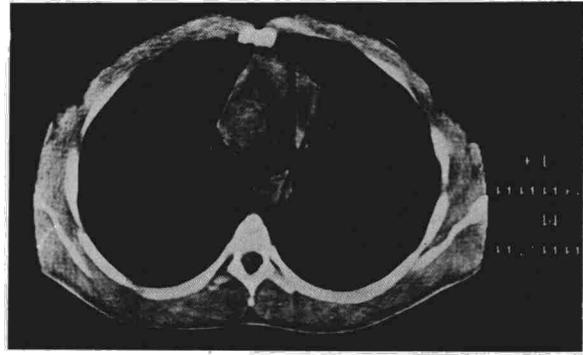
TAC mediastínico preoperatorio. Se observa la tumoración localizada en mediastino anterior y su consistencia quística.
